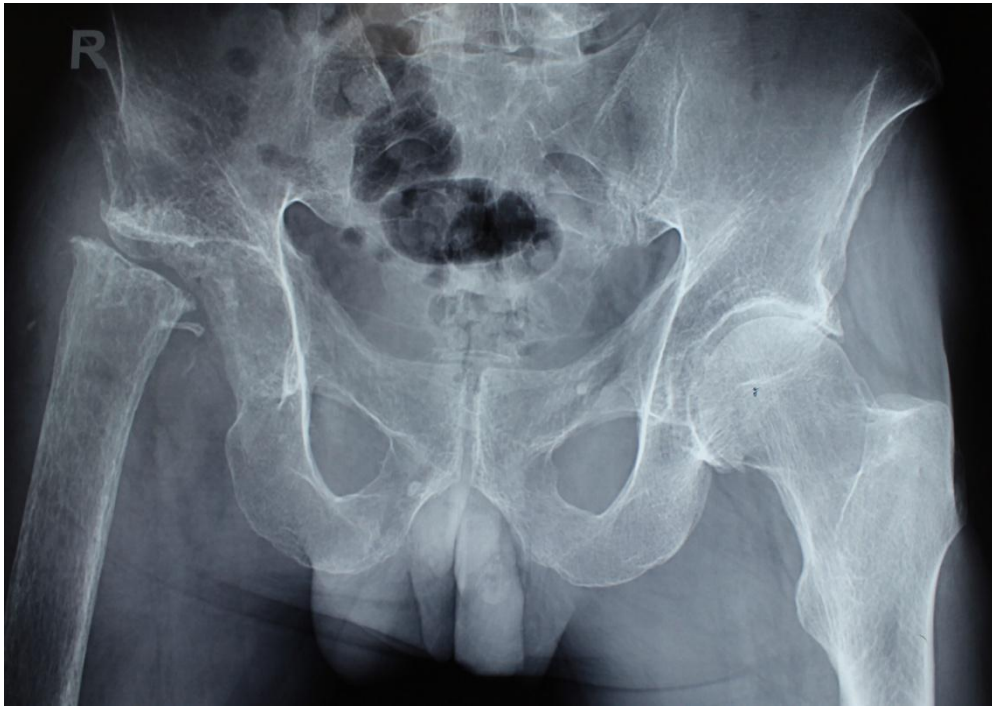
Обзорная рентгенограмма таза больного П.
